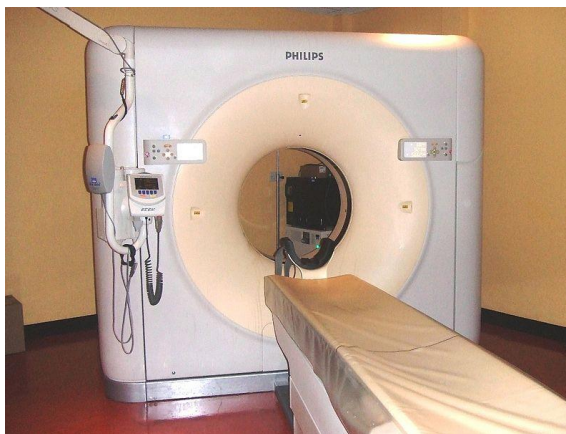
Комп'ютерний томограф.
